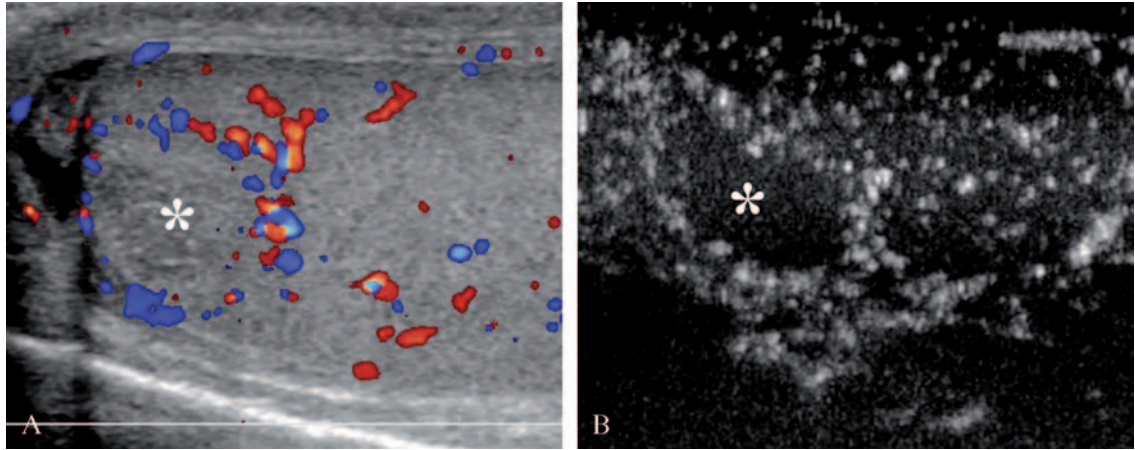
Idiopathic segmental infarction of the testis. (a) Longitudinal color Doppler ultrasound scan showing a slightly hypoechoic area (*) within the testis with absence of blood flow and perilesional hyperemia. (b) CEUS confirms diagnosis of segmental testicular infarction showing an ischemic parenchymal lobule (*) with mild perilesional rim of enhancement.
